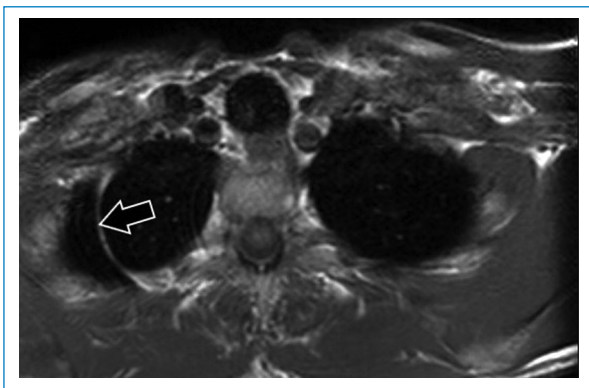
RM de columna dorsal. Secuencia T1 plano axial. Variante anatómica extrarraquídea a nivel cervical. Lóbulo accesorio de la ácigos (flecha con relleno).
